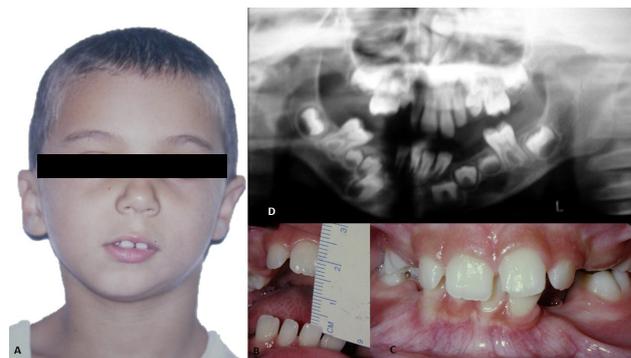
A, aspecto extra oral, com desvio da mandíbula para o lado direito; B, abertura de boca de 13 mm; C, aspecto intra oral, com desvio da linha média para o lado direito; D, radiografia panorâmica apresentando aspecto radiopaco em região da ATM do lado direito.
